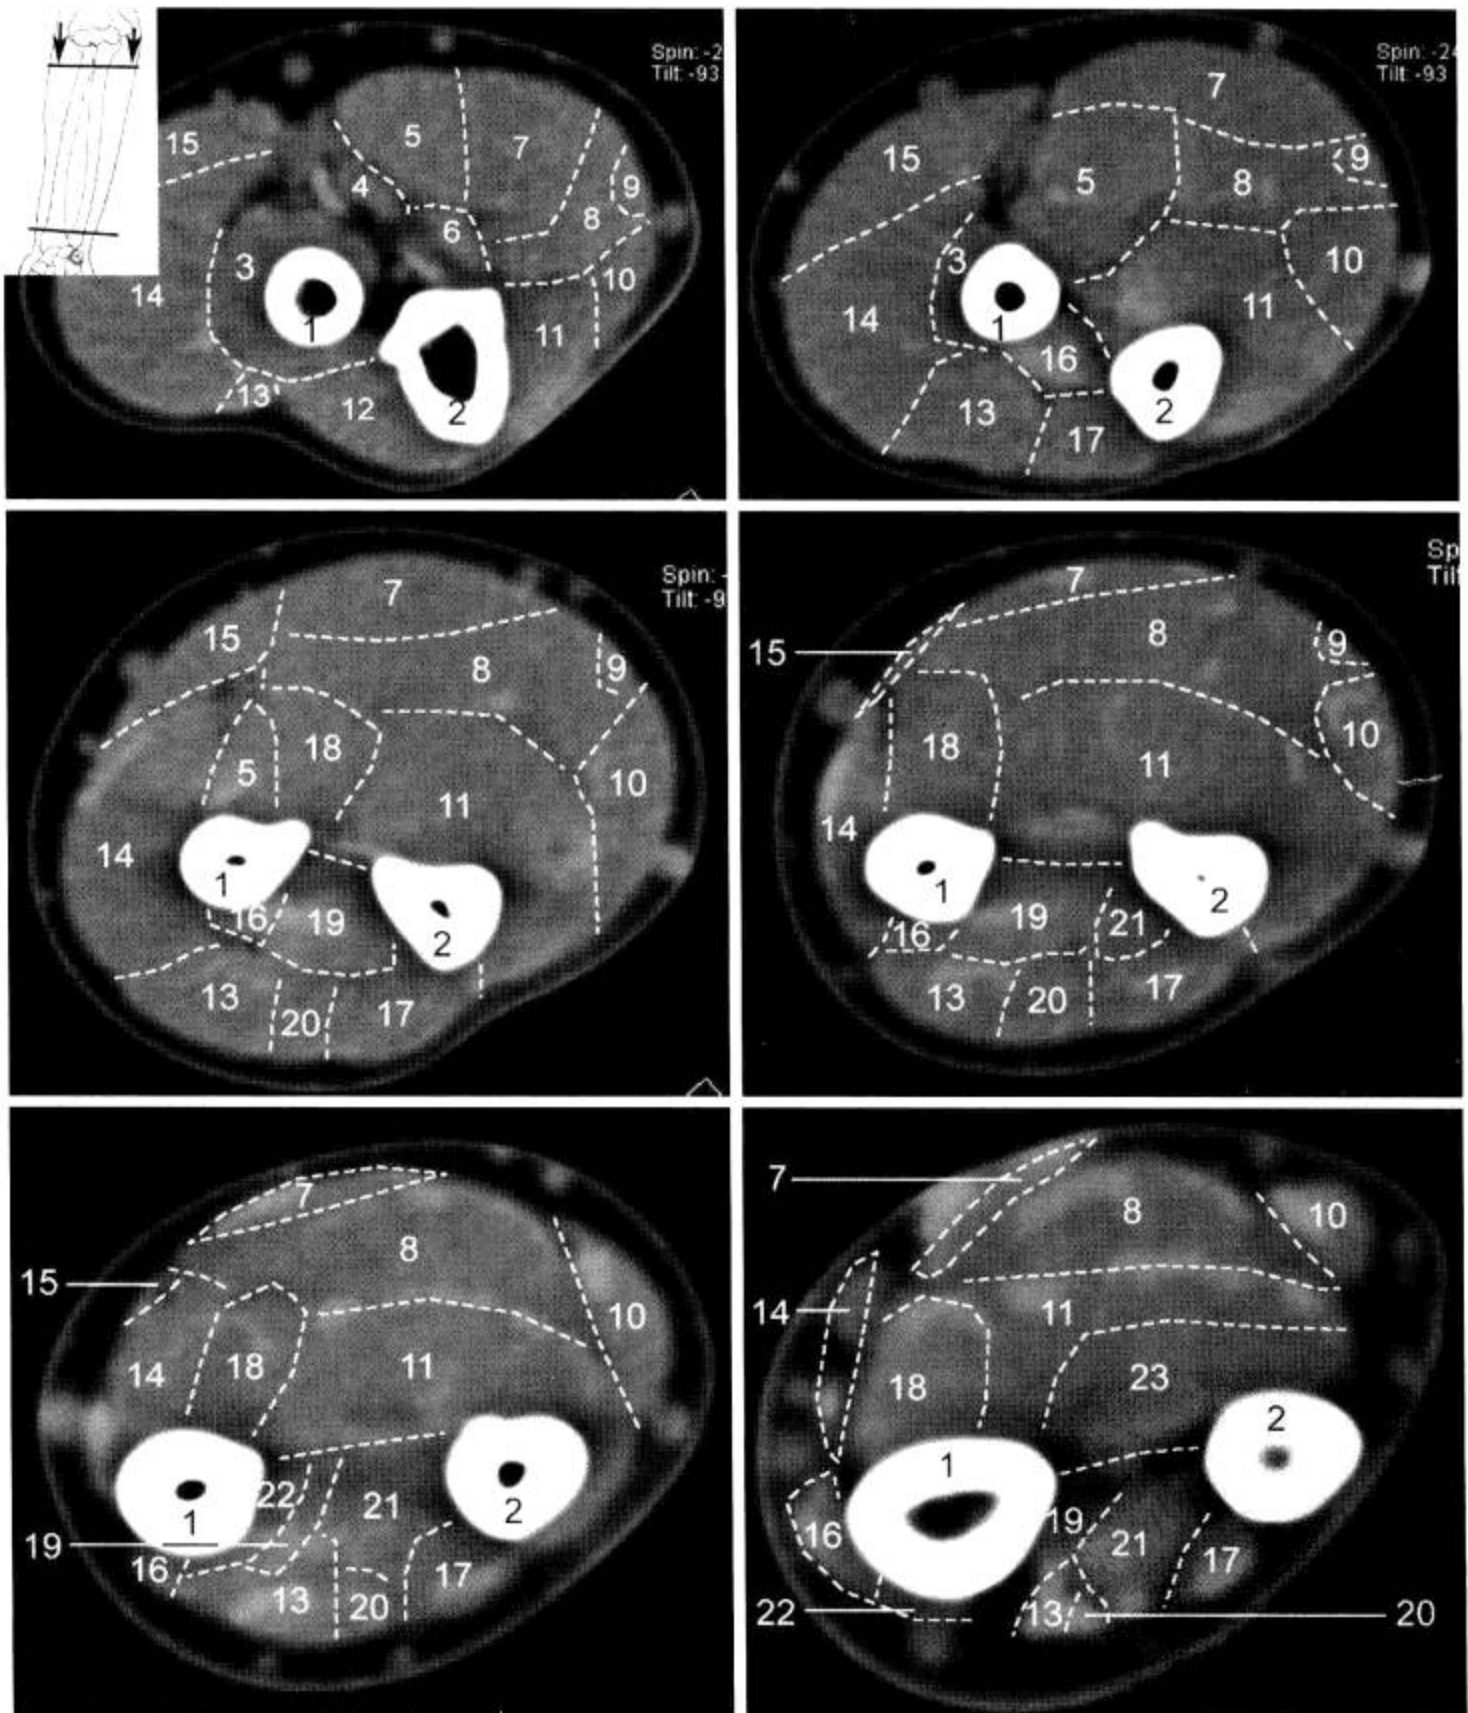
前臂 CT 横断面 (窗宽 400 Hu, 窗位 80 Hu)
